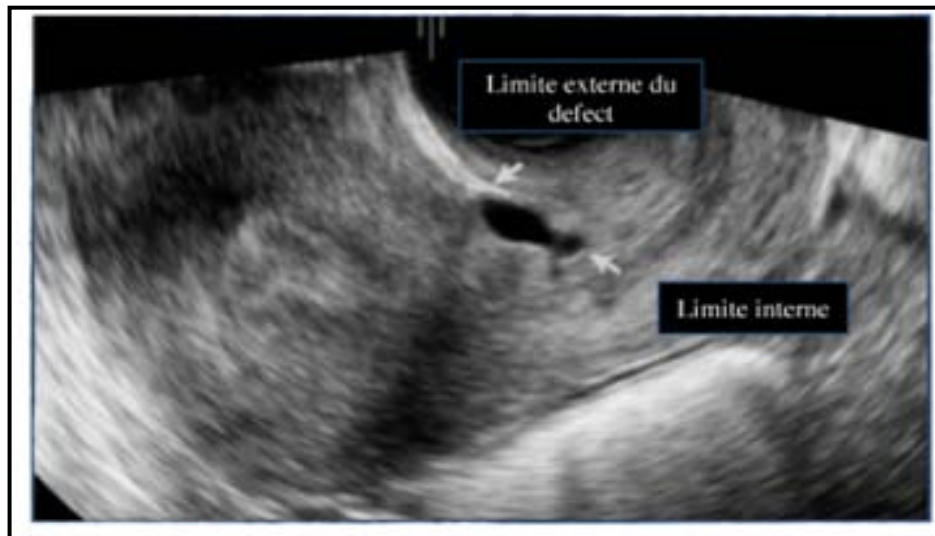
Image échographique d'une isthmocèle.(64)
